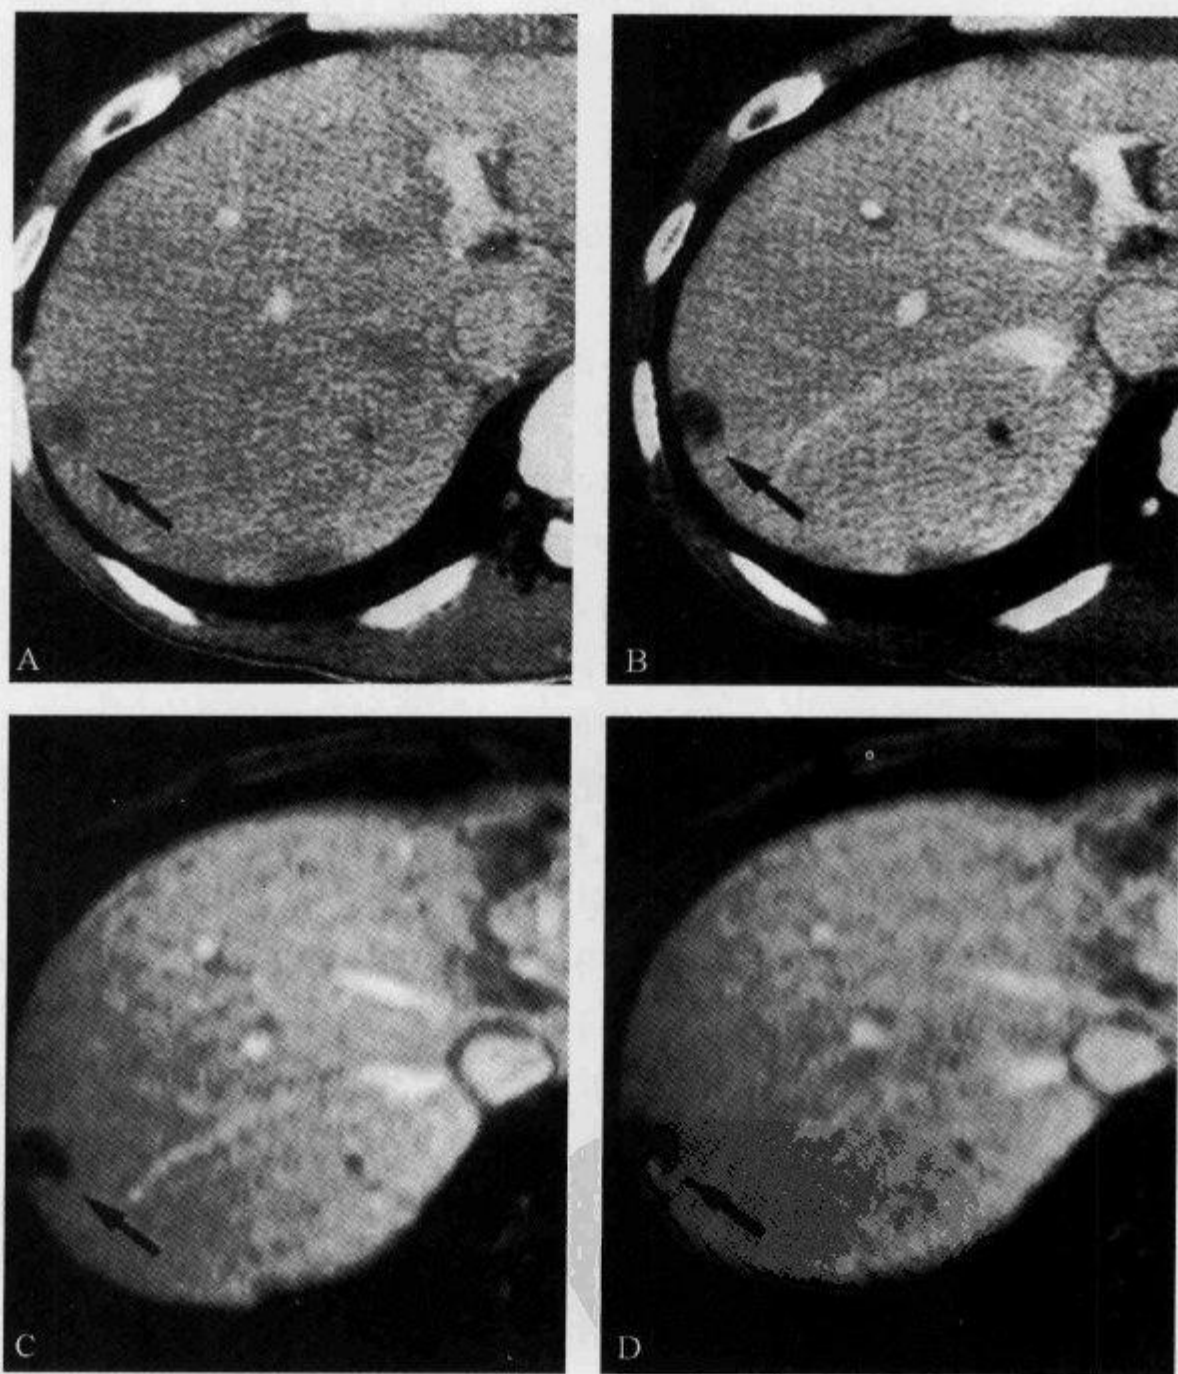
不典型小血管瘤,动态CT增强及动态增强MRI示“亮点征”
